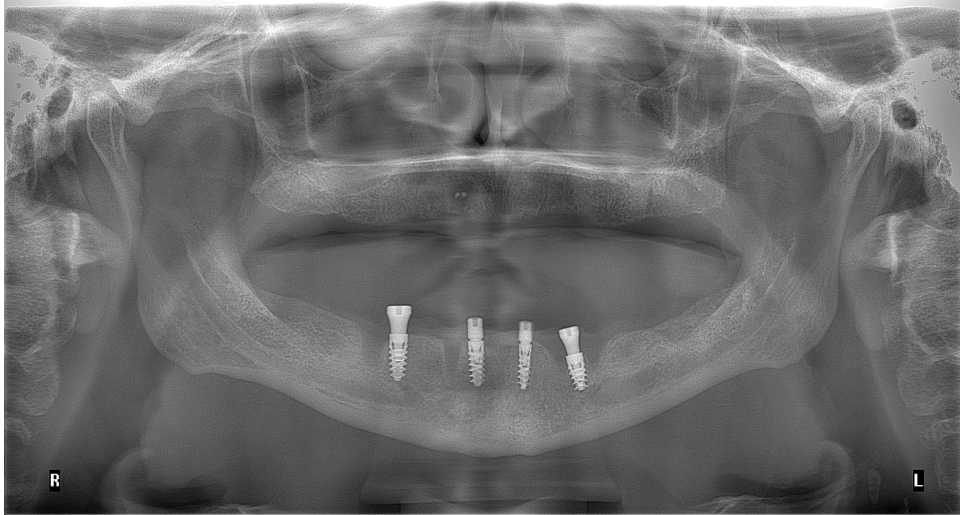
Ортопантомографія, проведена одразу після встановлення ВДІ та формувачів ясен.
